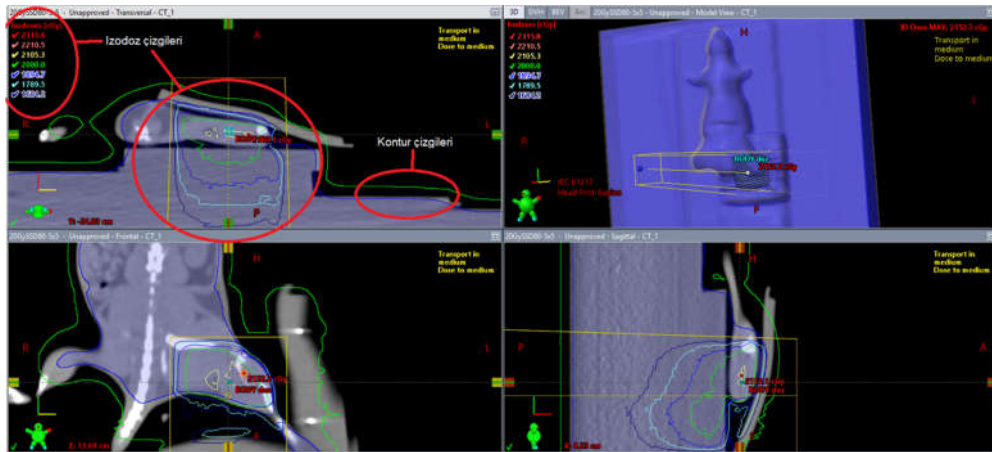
Radyoterapi planlaması için tomografi çekimi
